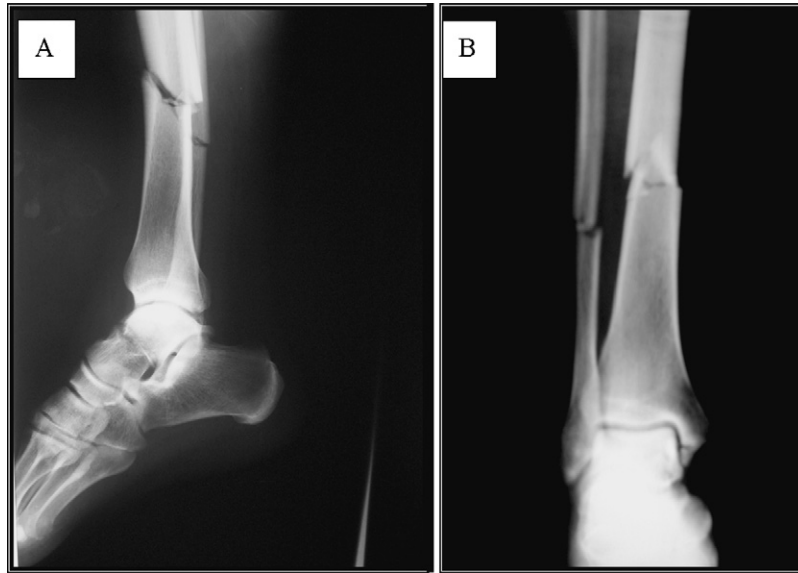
Radiographie de la jambe et de la cheville de face (A) et de profil (B) : fracture des deux os de la jambe associée à une fracture du talus.
